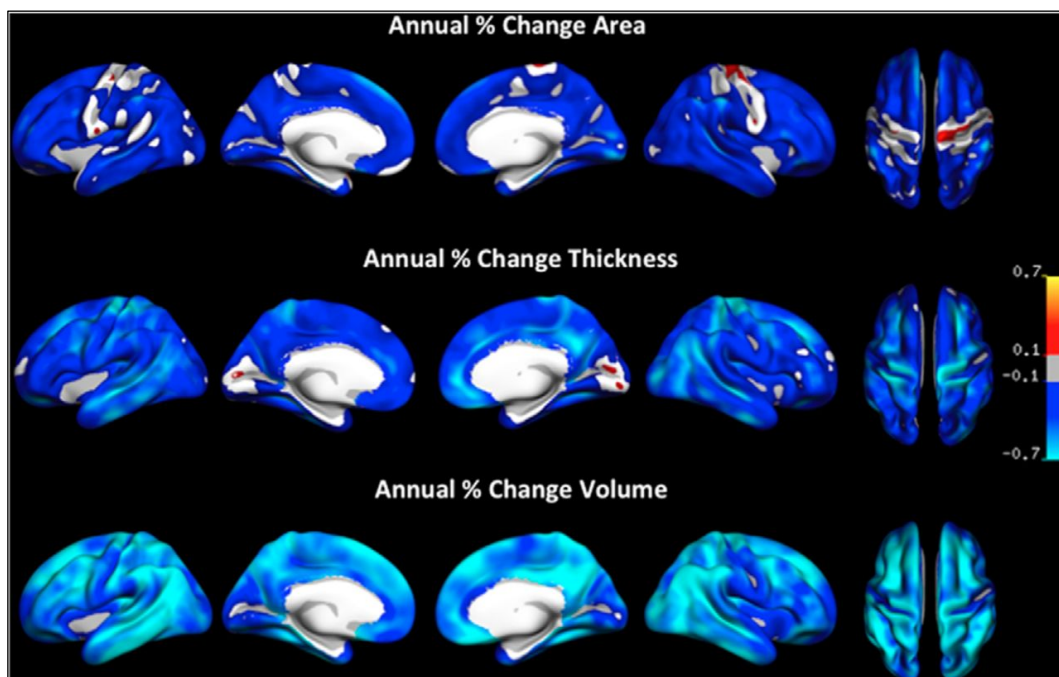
Jährliche prozentuale Veränderungen der CSA (oben), der CT (Mitte) und des CV (unten) (Storsve et al., 2014)
